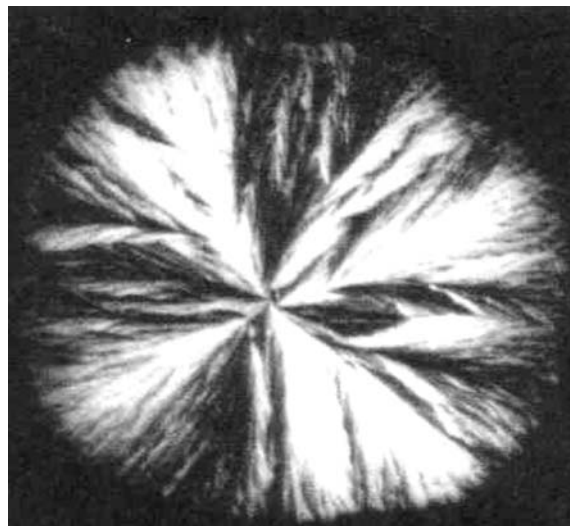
Рідкокристалічна структура сироватки крові у хворих на ХОЗЛ після курсу СКТ
